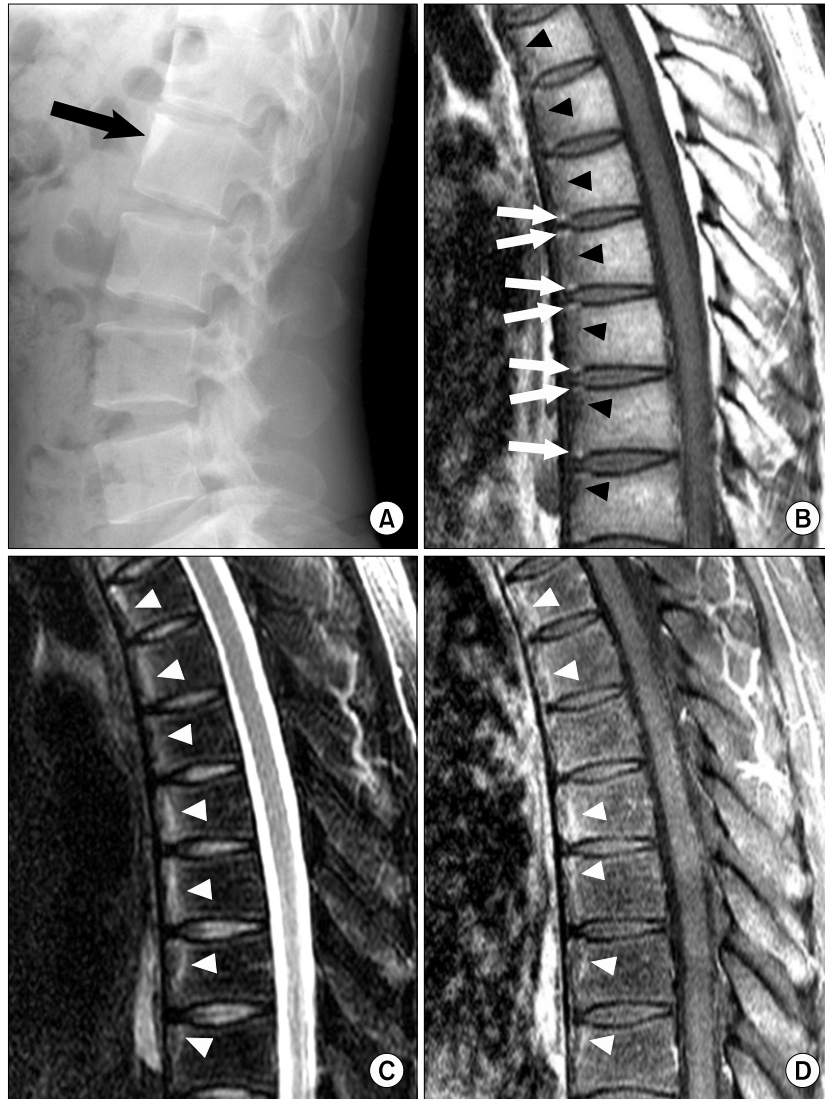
Romanus lesion in a 34-year-old man with ankylosing spondylitis. (A) Lateral view of the lumbar spine shows “shiny corner sign” (arrow) at L1 vertebral body. (B) Sagittal T1-weighted magnetic resonance image (MRI) of the thoracic spine shows multiple band-like lesions (arrows) at the junctions between intervertebral discs and vertebral bodies, suggesting enthesitis. Multiple hypointense lesions are visible in anterior portions of thoracic vertebral bodies. (C, D) These vertical lesions are seen as hyperintense lesions (MR corner sign) on fat-suppressed T2-weighted image (arrowheads) and contrast enhancement (arrowheads) on fat-suppressed contrast-enhanced T1-weighted image, suggesting osteitis.
